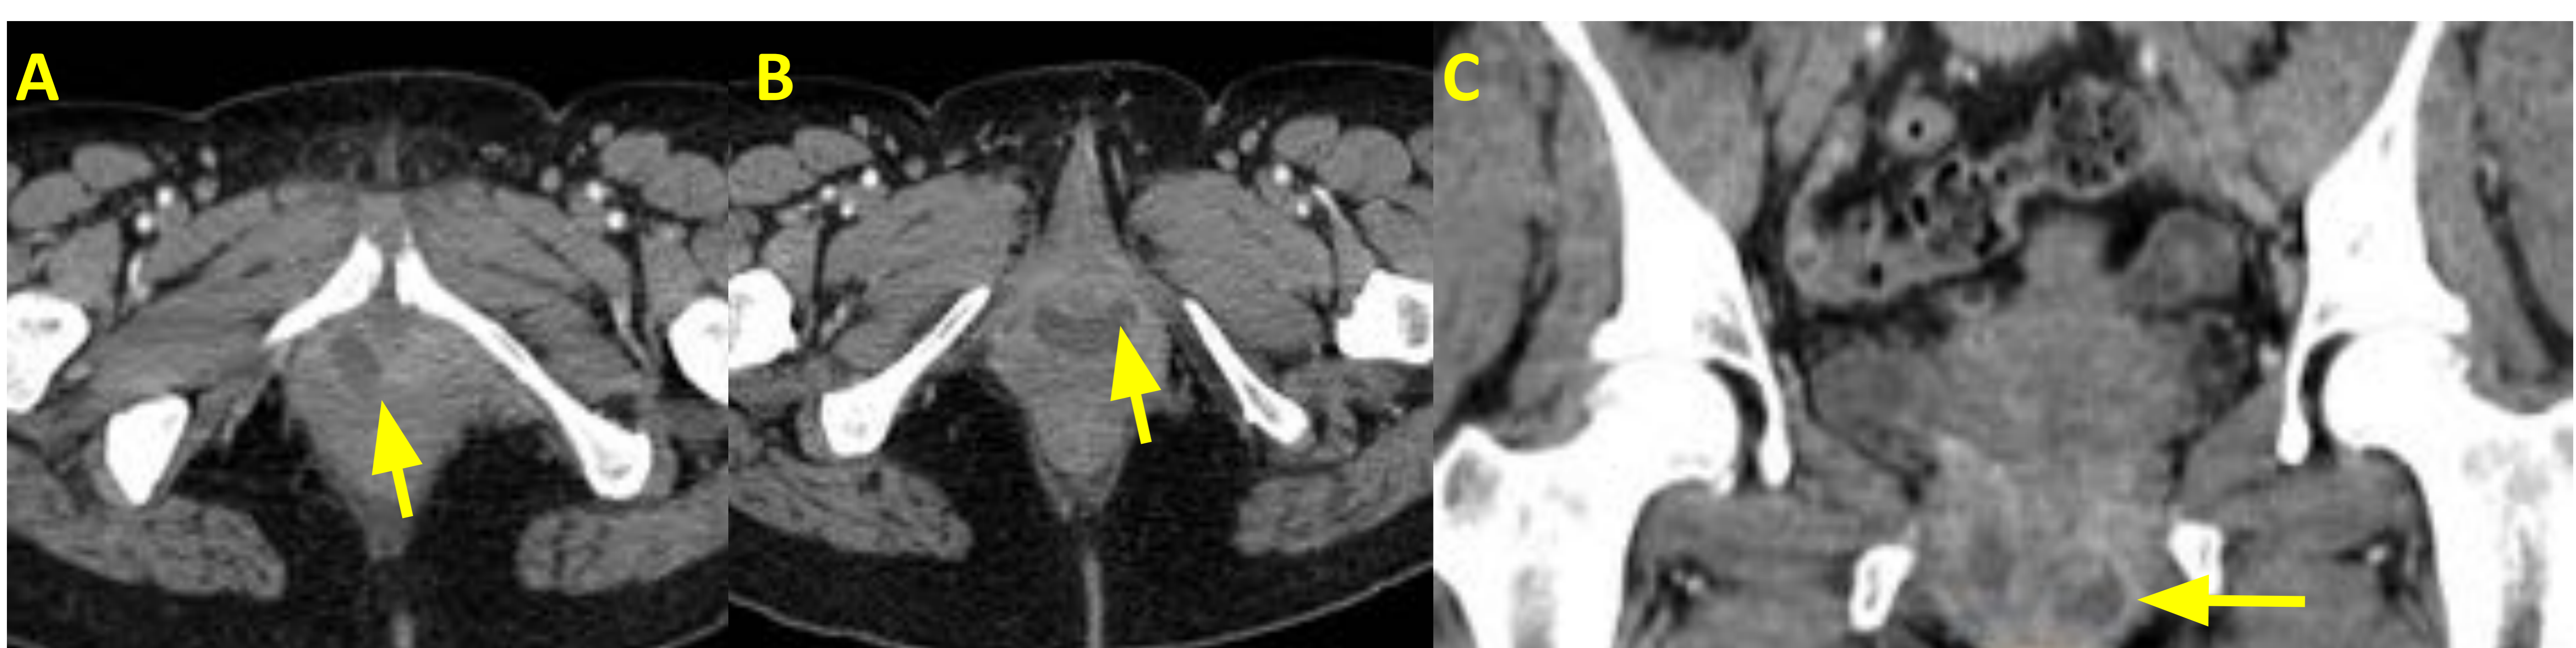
Absceso periuretral. Paciente de 44 años que acude por fiebre, escalofríos y bultoma en región perineal/vaginal. El TC con contraste urgente objetivaba una colección líquida de paredes realzantes en forma de herradura en la cara posterior uretral, anterior a la vagina (flecha amarilla) en los cortes axiales (A,B) 7 sagital (C).
